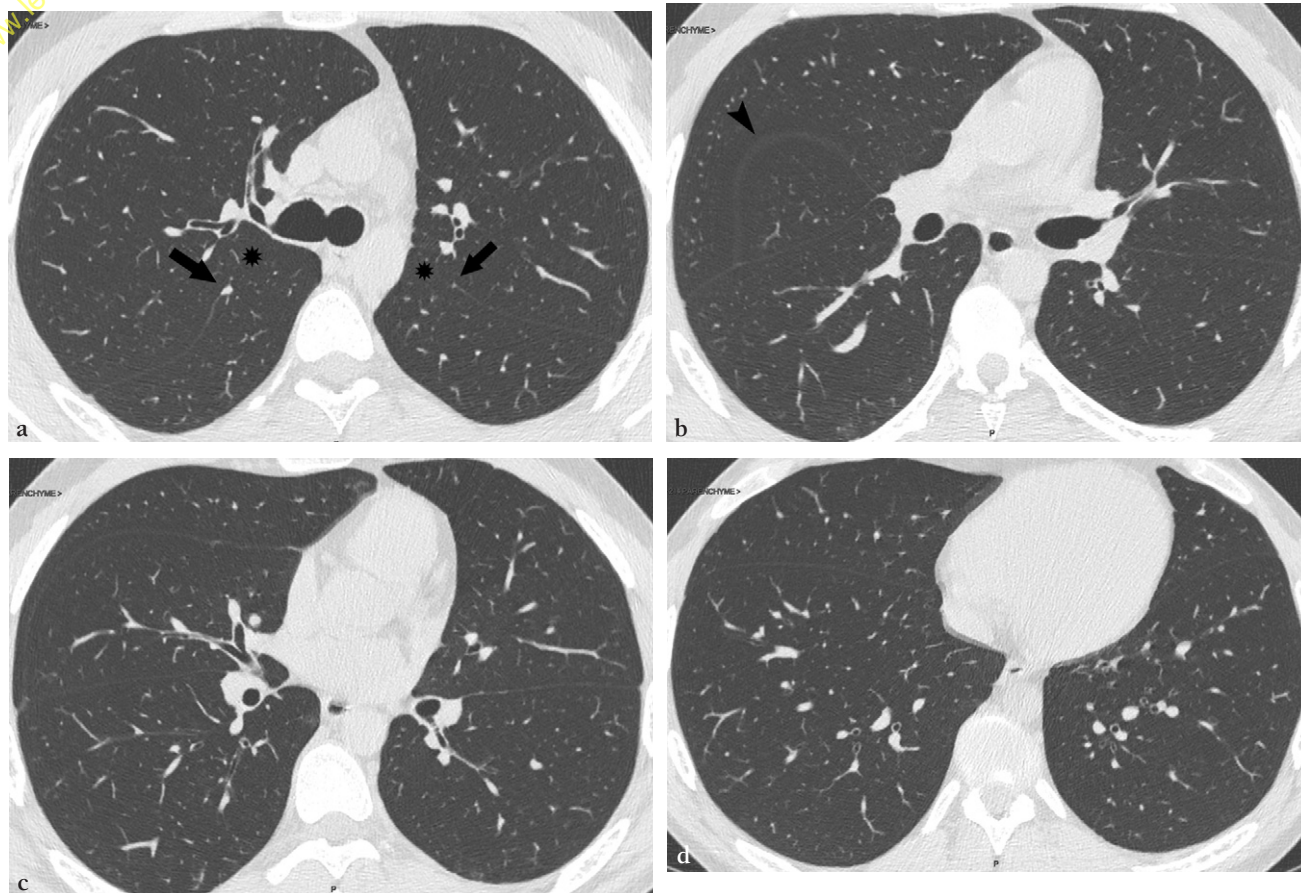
Petite et grande scissures en TDM.
